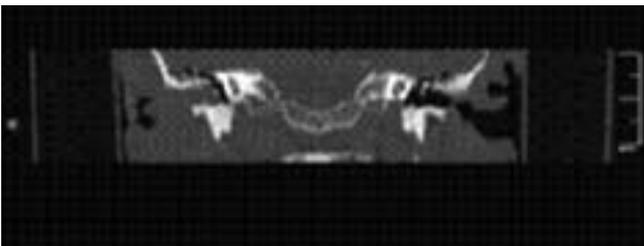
TC in proiezione coronale: la neoformazione occupa tutto il condotto uditivo destro
